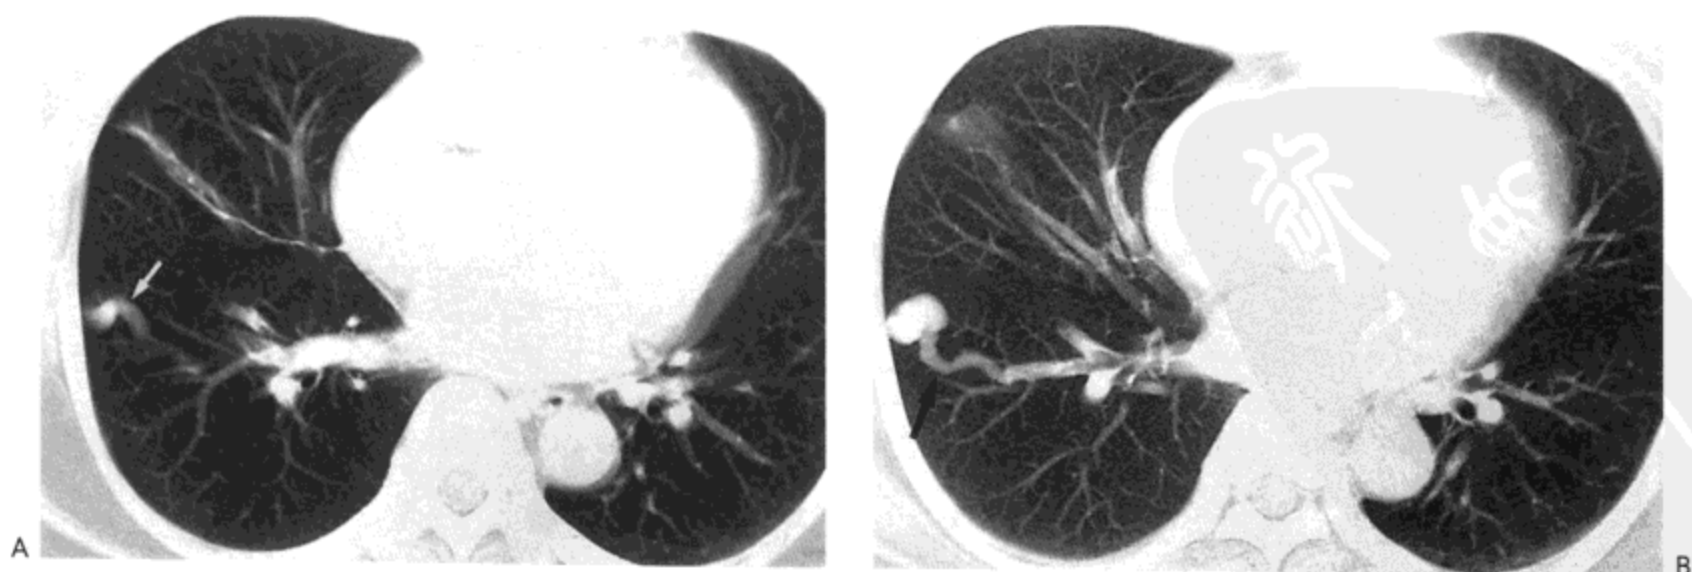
肺动静脉畸形。A：下肺静脉水平CT影像（层厚7mm）示右下叶扩张的血管（箭号）。同时注意中叶的线样支气管扩张。B：A层以下的层面示扩张的畸形自身与引流静脉（箭号）。病人为一45岁的妇女。
